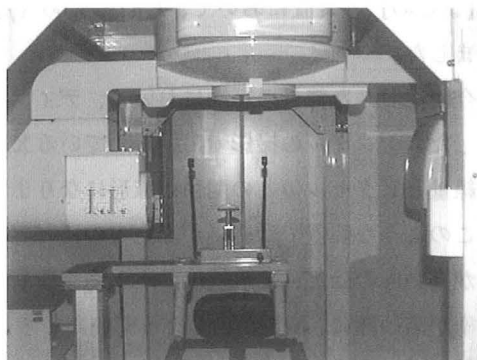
歯科用 X 線 CT PSR 9000
